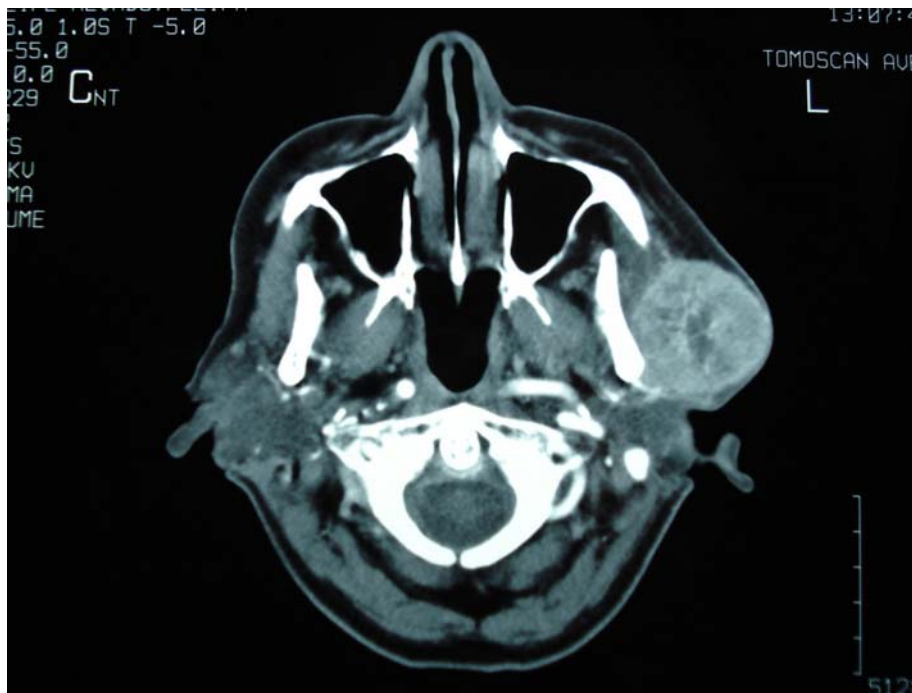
TC con contraste de paciente de la figura 2 donde se ve una masa sólida en el lóbulo superficial de parótida izquierda, heterogénea, con áreas hipodensas, infiltración de la piel y estructuras adyacentes.
